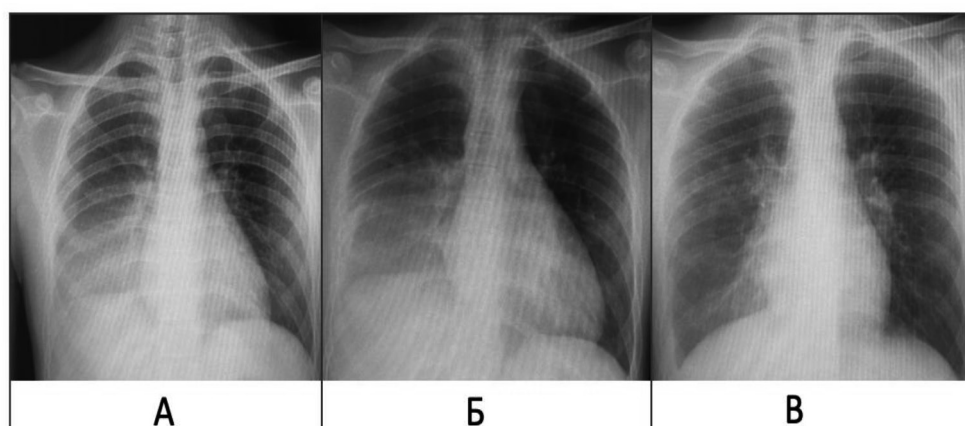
Динамика рентгенологической картины органов грудной клетки:
